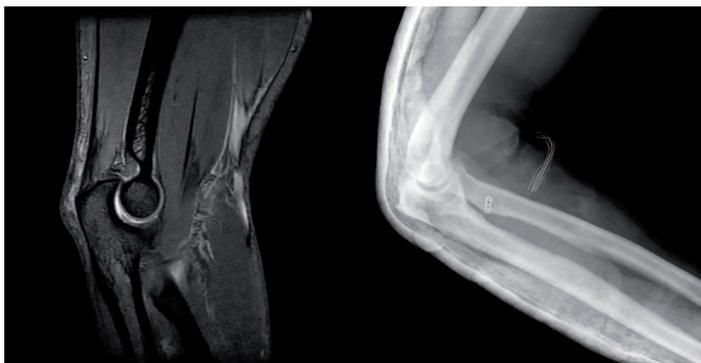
RM codo: Rotura completa del bíceps braquial con retracción de 5 cms del tendón distal asociado a zona de hematoma.
